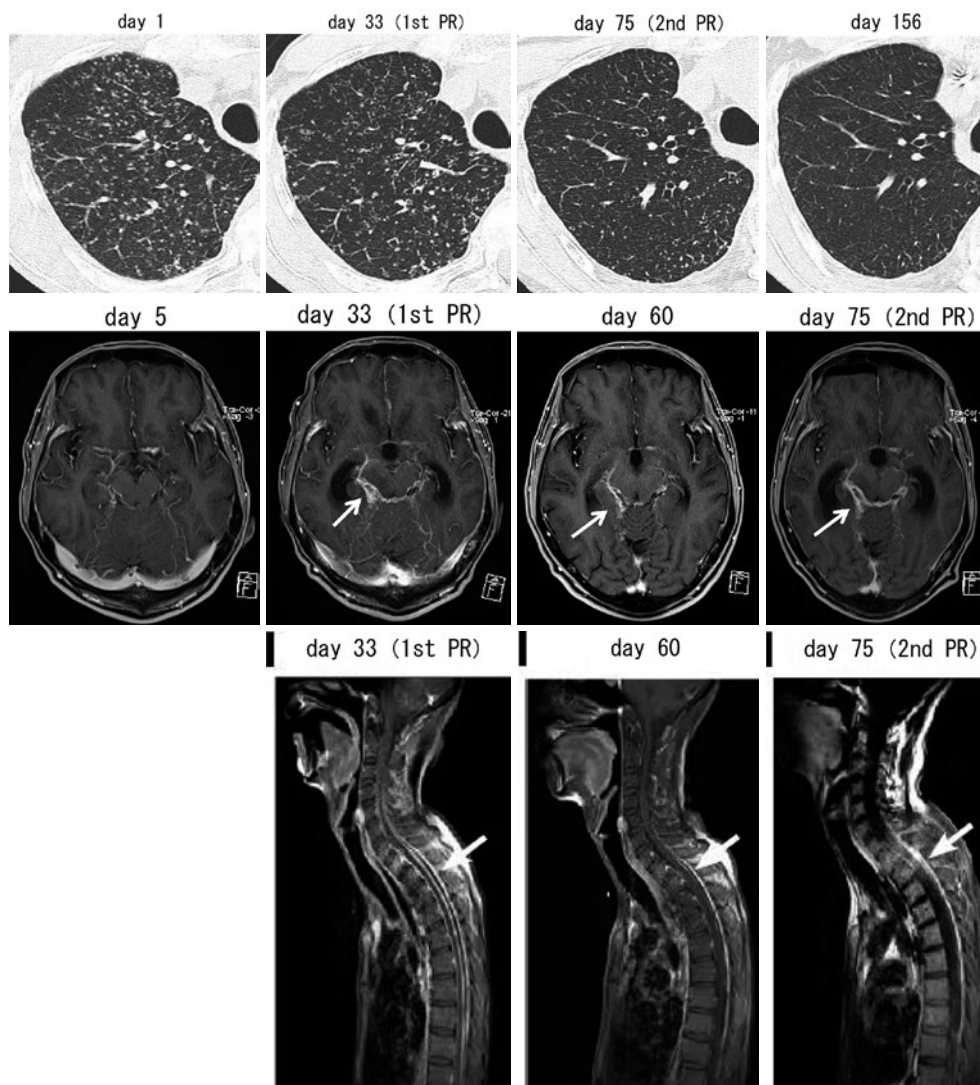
胸部単純CT・造影MRIの推移。胸部(上段)、脳(中段)全脊髄(下段)ガドリニウム造影T1強調画像。肺野にランダムに分布する小粒状影は、経時的に改善を認めた。一方、脳底部および全脊髄髄膜の造影効果の増強は、1回目初期悪化時に認められたが一時改善を認めた(矢印)。しかし2回目初期悪化時には同様の所見を認めた(矢印)。1~5日目:診断時・治療開始後、33日目:1回目初期悪化、60日目:初期悪化改善時、75日目:2回目初期悪化、156日目:初期悪化改善時。PR:初期悪化。
